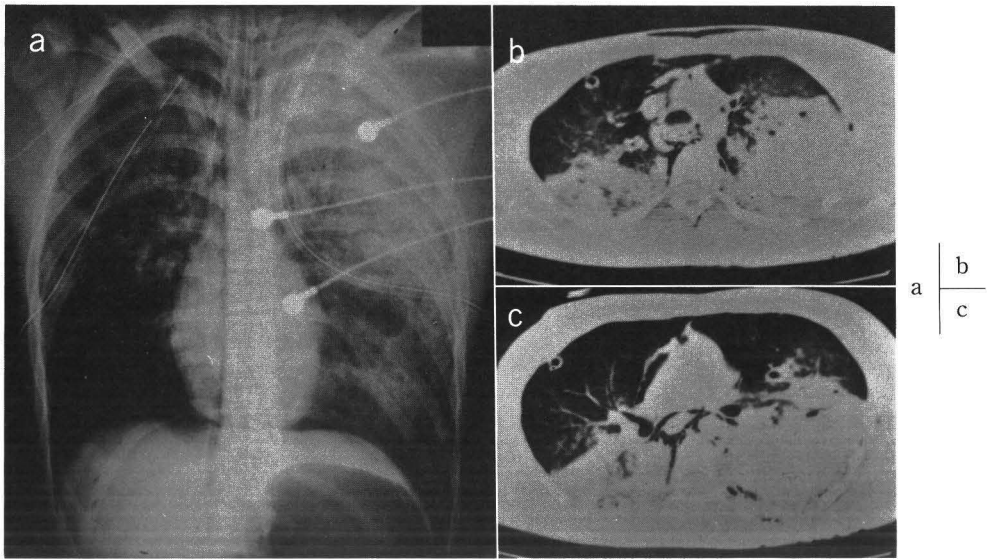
17歳，男性。両側性重症肺裂傷。a：permissive hypercapnia 導入時（受傷直後）のXP；両側の気胸，右肺挫傷，左肺破裂および血胸を認める。b，c：同上，CT；両側の背側部を中心にほぼ均一な高濃度領域が認められる。（池上之浩，多治見公高，広沢邦浩ほか：空洞性病変から膿胸，気管支胸膜瘻を形成した重症肺裂傷の1例。呼吸（印刷中），1994より引用）
